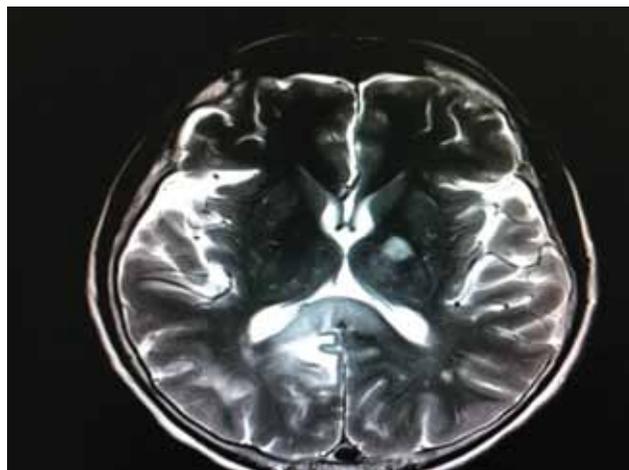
Ressonância magnética de crânio.
